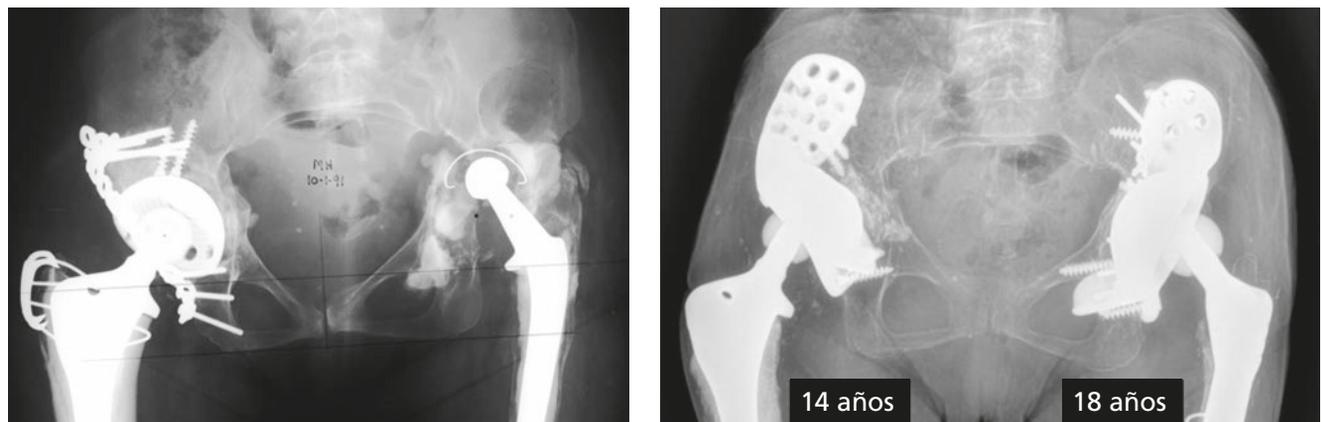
Radiografías preoperatoria y de seguimiento a largo plazo de un paciente con un componente acetabular con tres pestañas en ambas caderas.
